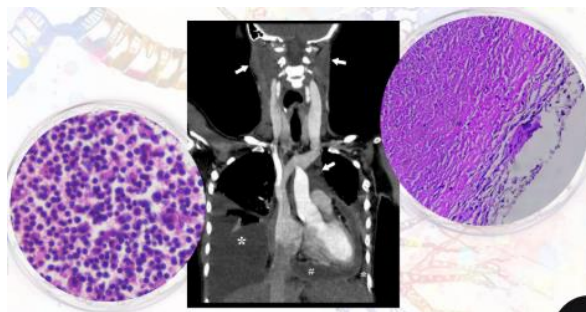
Coronal contrast-enhanced chest CT showing pleural (*) and pericardial effusion (#), along with mediastinal and cervical lymphadenopathies (white arrow). Pleural fluid analysis indicating exudative effusion (left side). Lymph node biopsy confirming granulomatous inflammation with caseous necrosis (right side).
